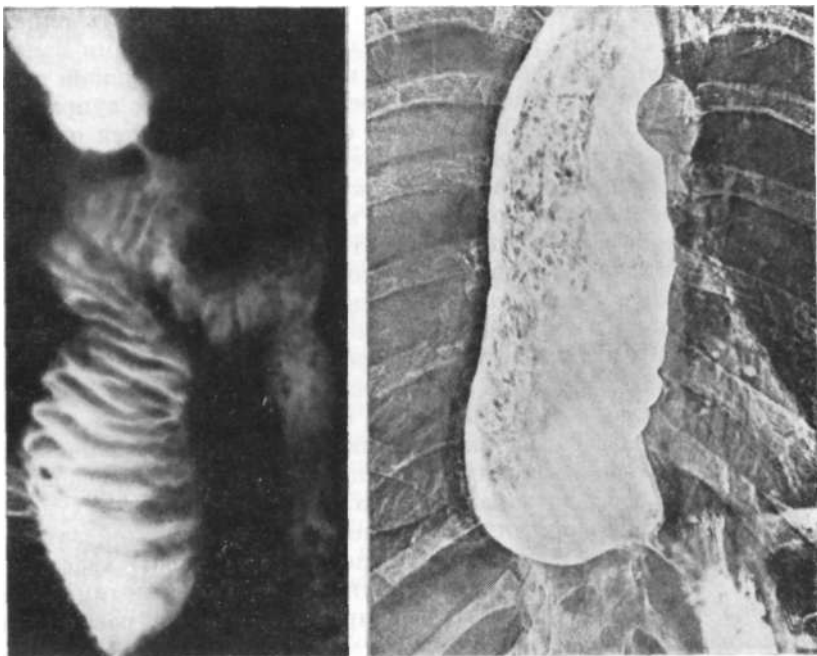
Рентгенограмма. Органический стеноз дистальной части пищевода после гастрэктомии (симптом «нитки»).
